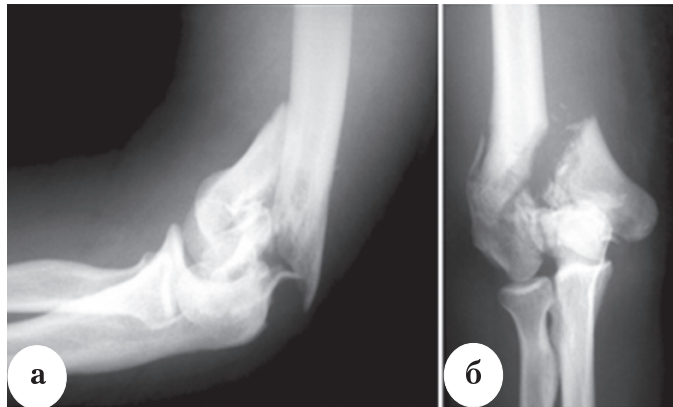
Рентгенограмма больного Г., 39 лет, с оскольчатым полным внутрисуставным метаэпифизарным переломом дистального отдела правой плечевой кости со смещением отломков (тип С2.2): а – боковая проекция; б – прямая проекция
